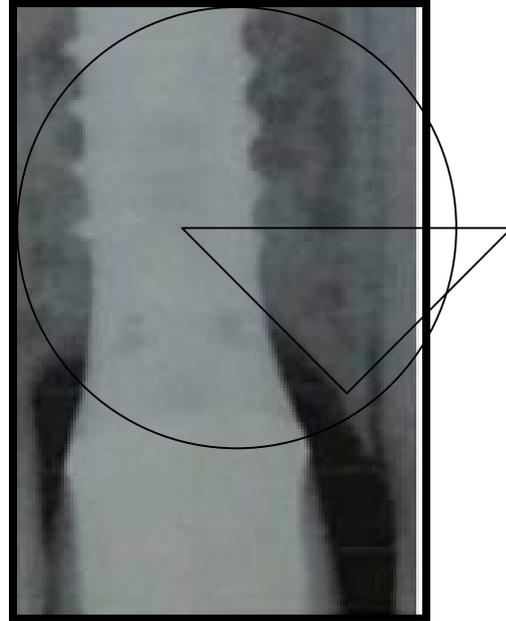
Radiografia periapical demonstrando Saucerização
